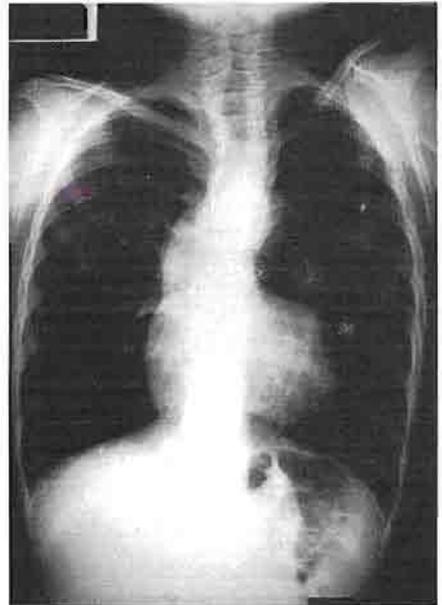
Radiografía de un niño con atresia de la pulmonar. Se observa una muesca profunda en el borde izquierdo de la silueta. Paciente operado para crear una fistula aortopulmonar (es poco funcionante).
